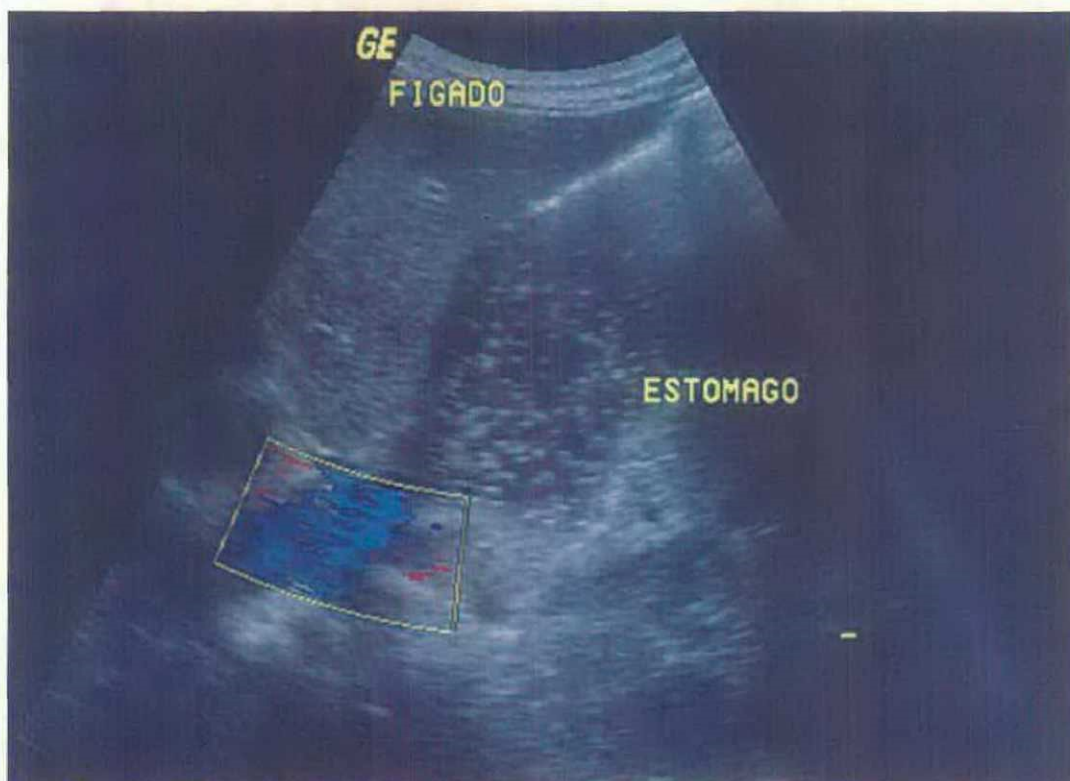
Visualização do refluxo gastroesofágico na ultra-sonografia com Doppler colorido (coloração em azul).
